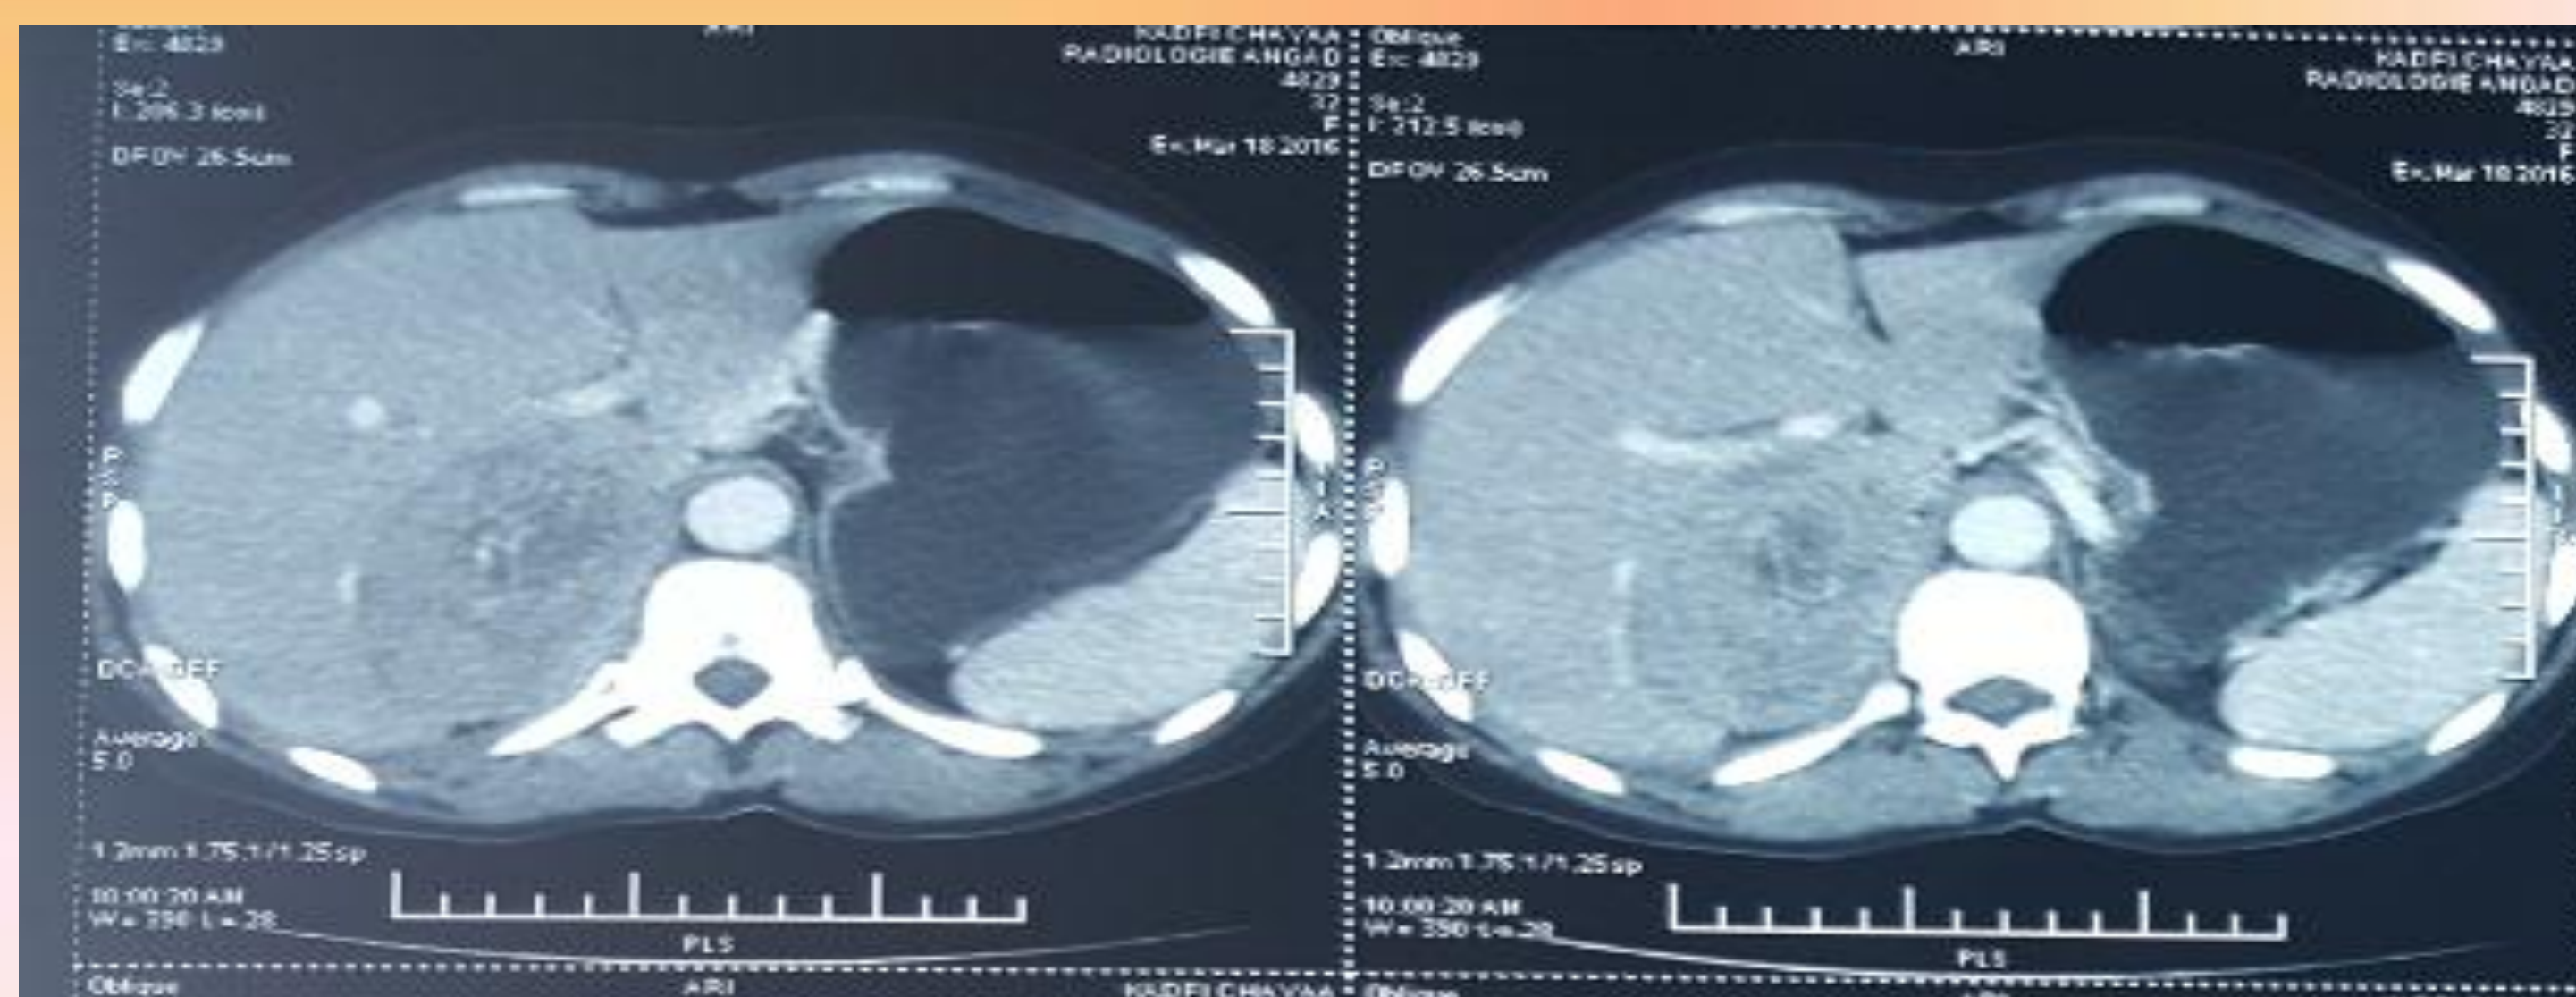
TDM surrénalienne: masse tissulaire de la surrénale droite avec nécrose centrale.
